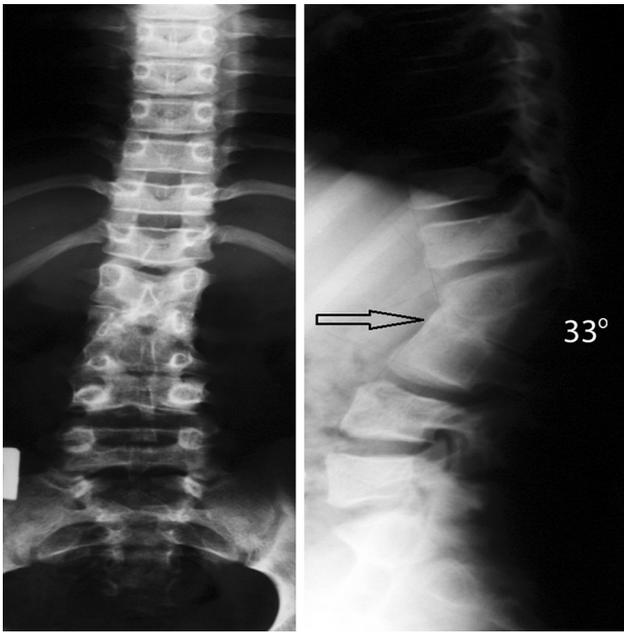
Рентгенография поясничного отдела позвоночника пациента 10 лет. Вершина угла кифоза (обозначена стрелкой) представлена задним несегментированным позвонком L_{II} и конкрецией передних отделов L_{I-III}
